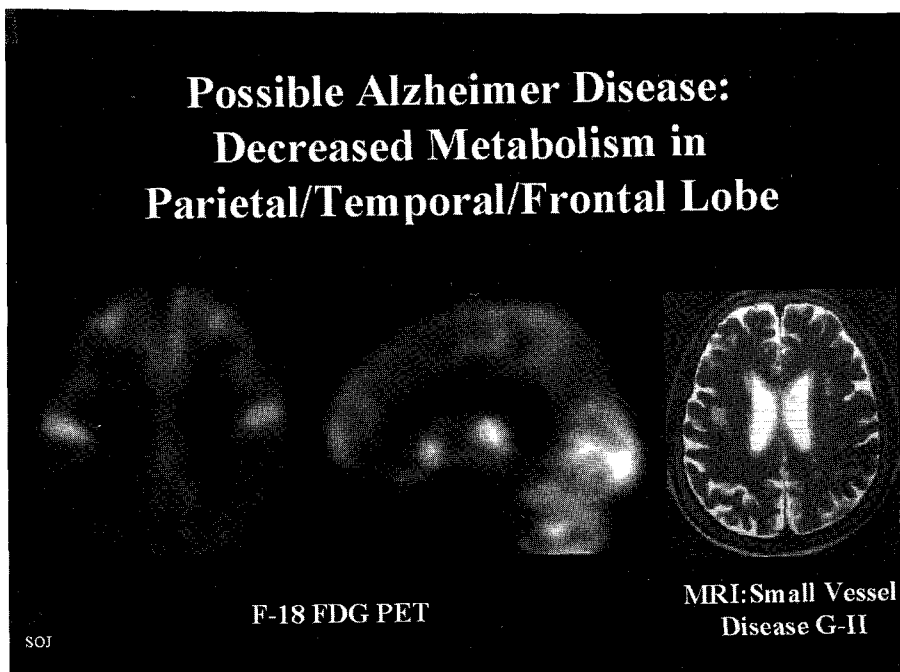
치매환자의 F-18 FDG PET 소견. 양쪽 측두엽과 두정엽, 전두엽의 포도당 대사가 매우 감소하였고, 후두엽과 운동감각 신경중추만 정상에 가깝다. MR에는 병변이 없다.
